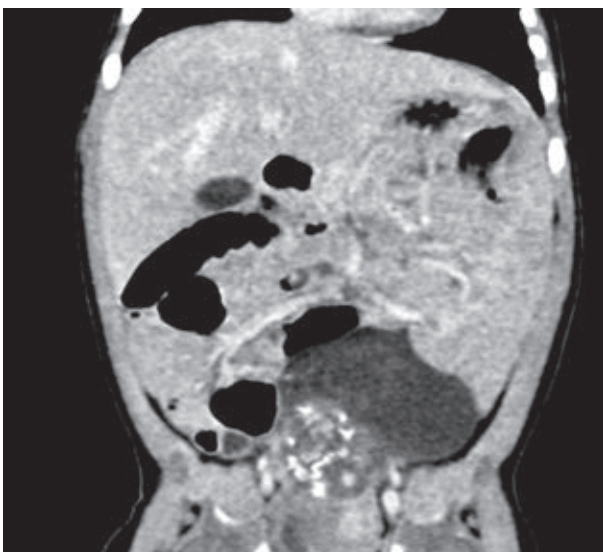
Tomografía espiral multicorte (TEM).
